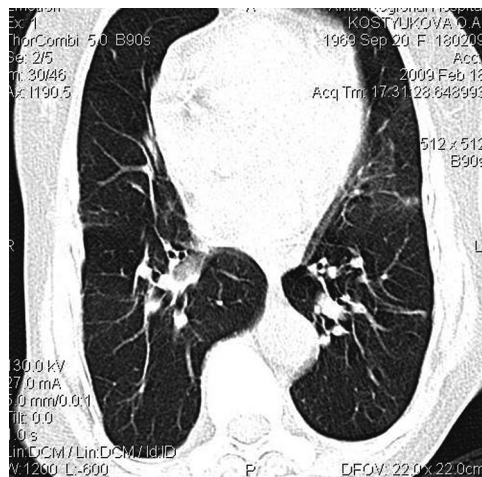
Компьютерная томограмма легких больной ХБП V стадии.
